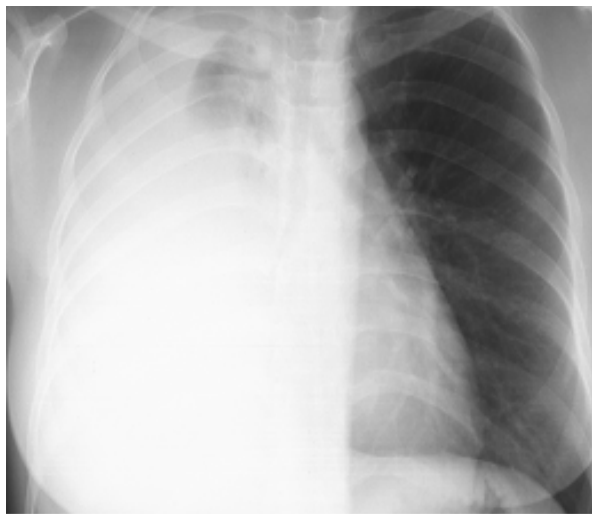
Initial chest X-ray shows massive right pleural effusion.
